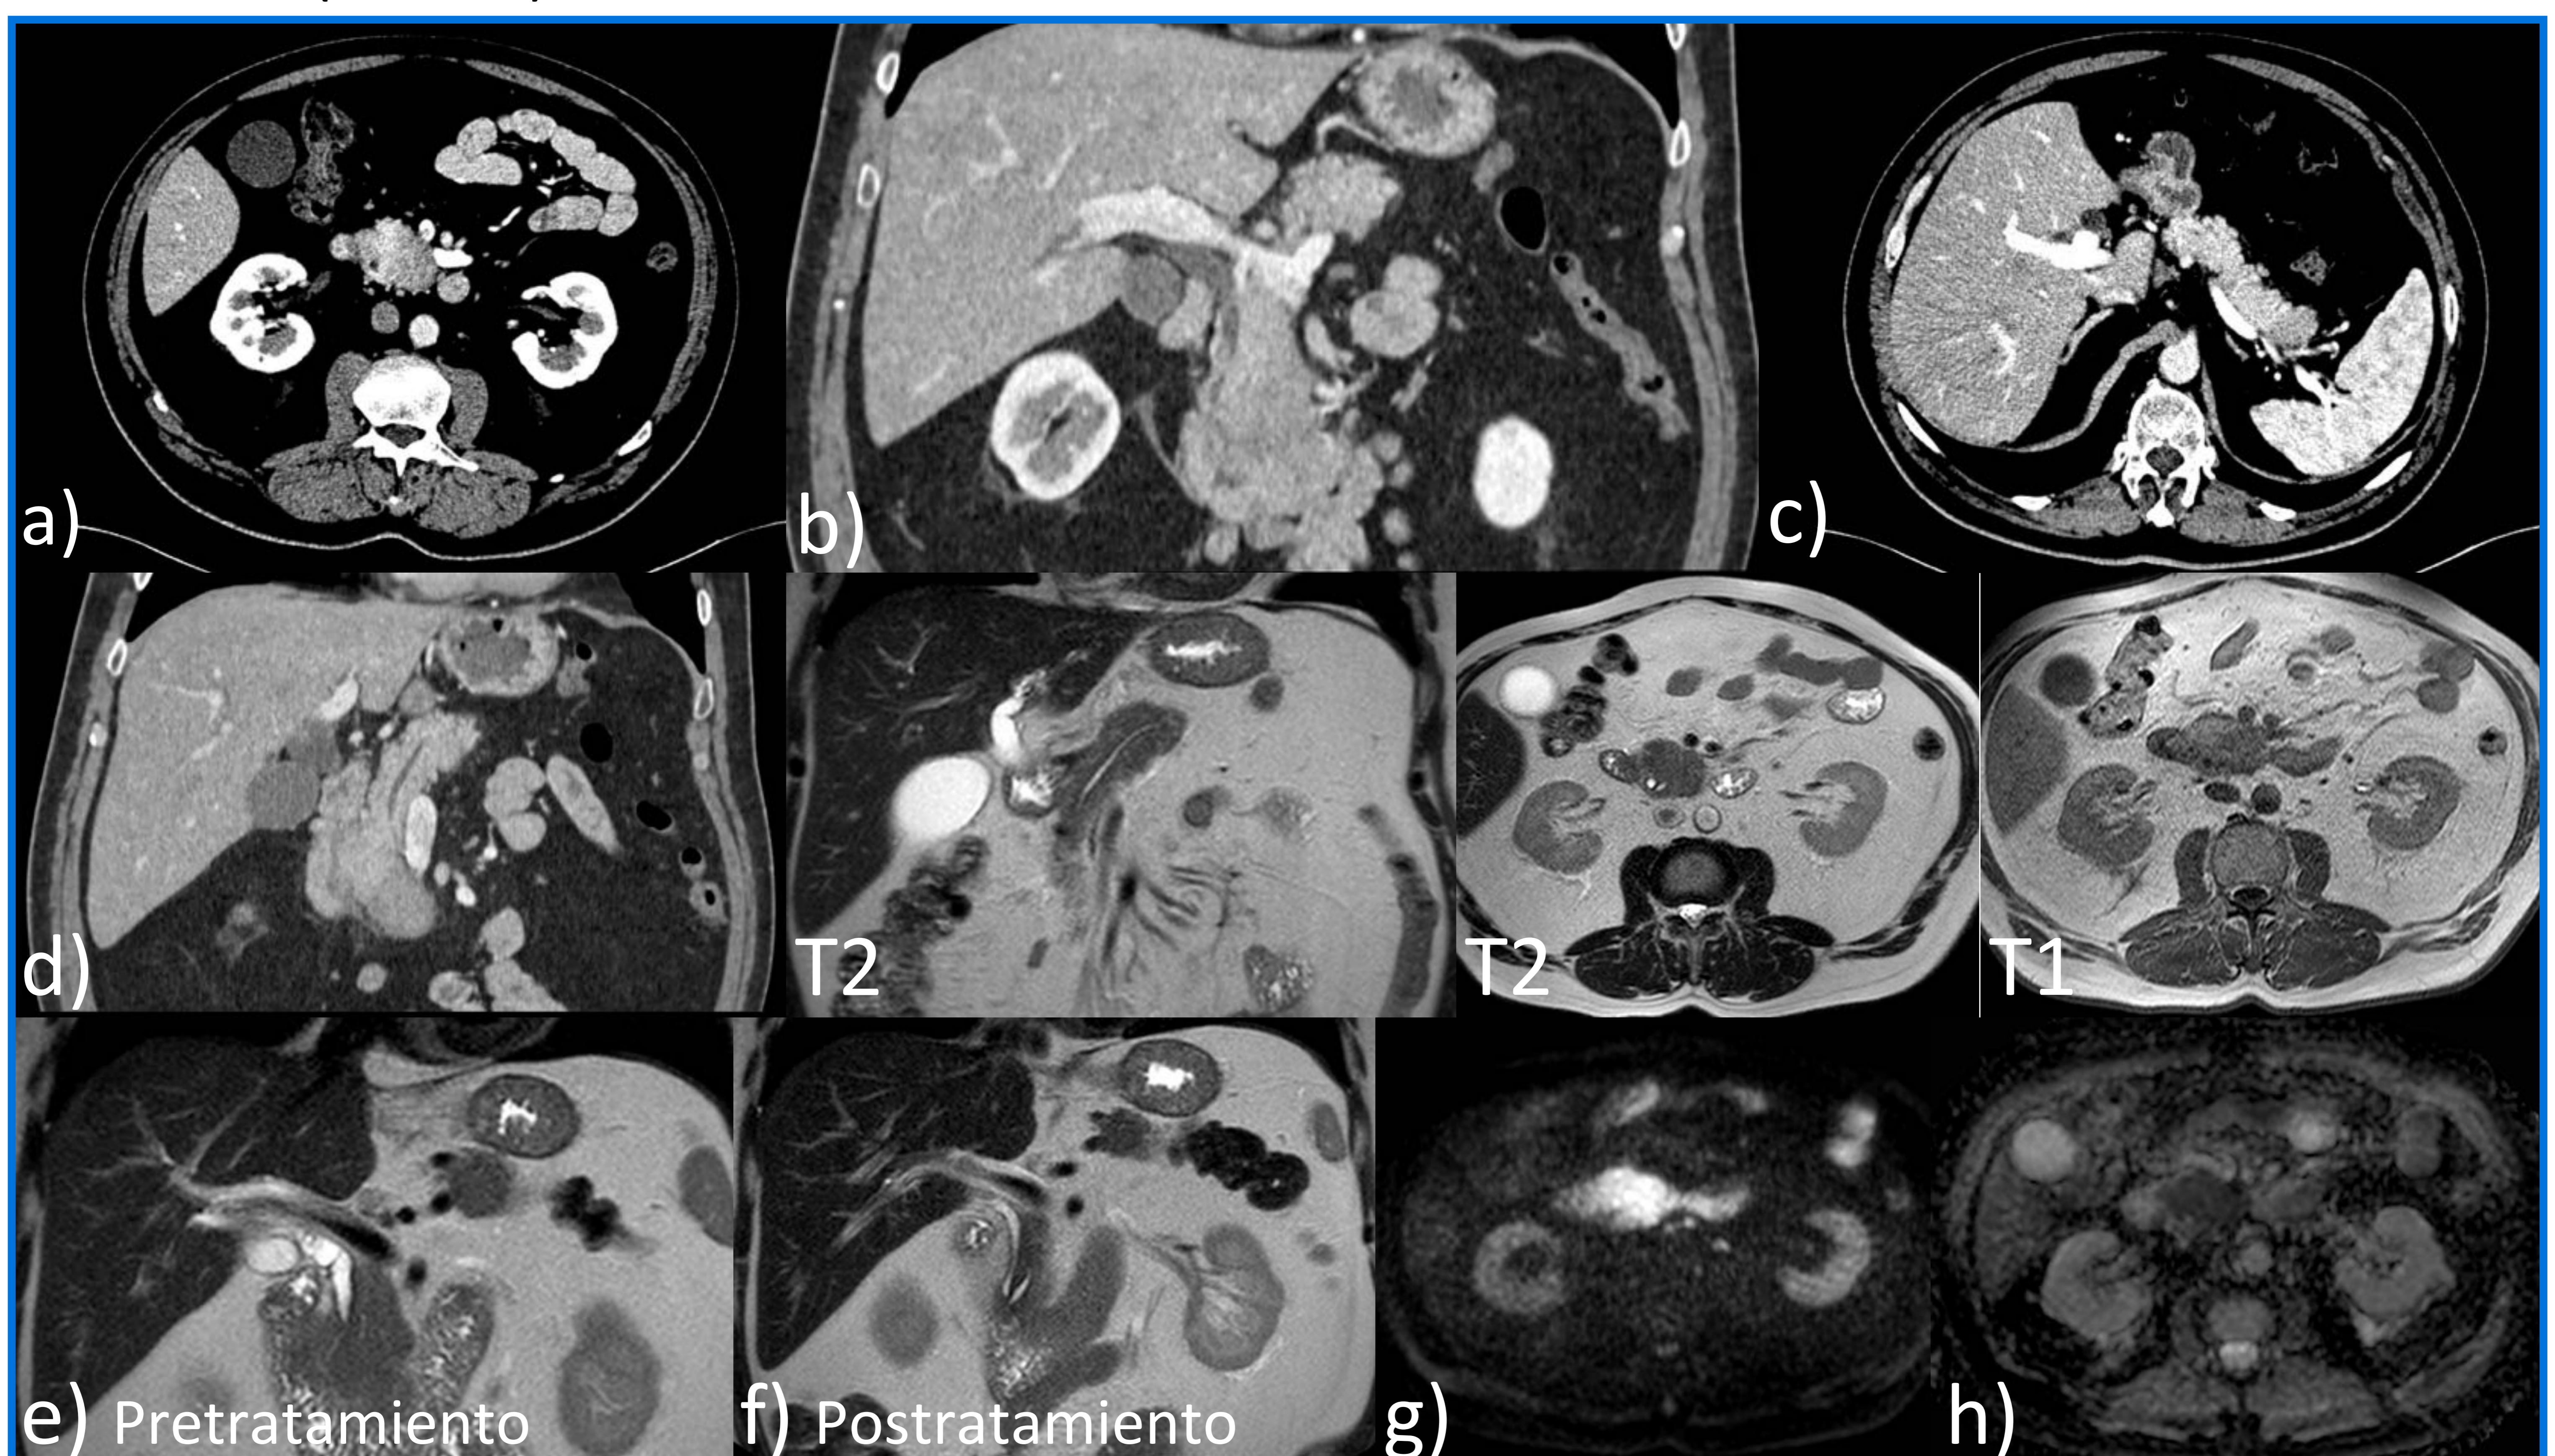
Varón de 58 años que acudió al servicio de urgencias con epigastralgia, náuseas, cambio en el color de las heces (acolia) y coluria. PAI multifocal. En el primer estudio TC de abdomen se identifican dos áreas focales de engrosamiento pancreático en cabeza y cola, con hiporrealce con respecto al resto de la glándula y leve dilatación ductal pancreática y de la vía biliar (a, b, c y d). Se realizó una punción ecoguiada sin signos de malignidad, con cambios reactivos/inflamatorios. El estudio RM mostraba hallazgos similares, con restricción a la difusión en las áreas de afectación (g y h). Se inició tratamiento con esteroides resolviéndose la afectación pancreática (e y f).
